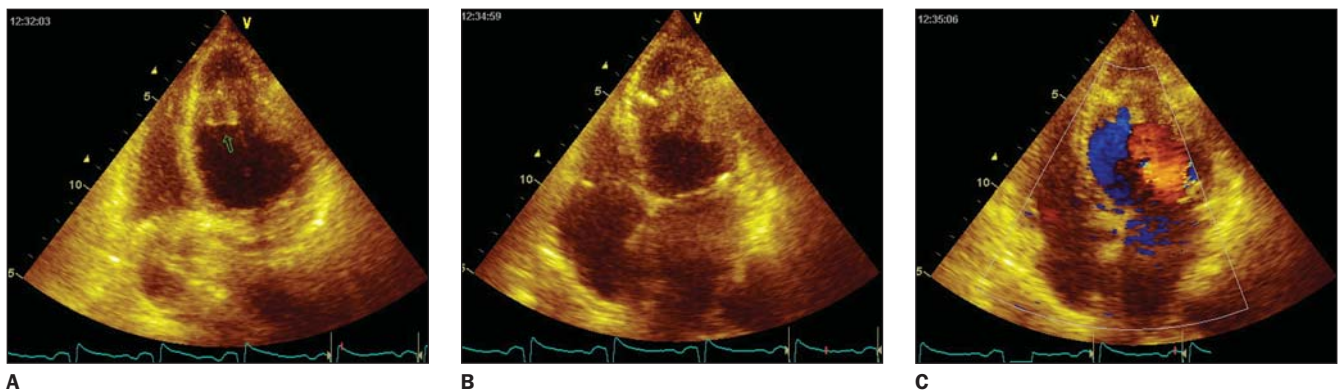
ECO com color Doppler demonstrando dilatação do átrio esquerdo. Preenchimento da ponta do VE com preservação da contração nesta região e calcificação dos bordos endocárdicos. Função sistólica do VE encontra-se normal, com diminuição do relaxamento da ponta. Também foi encontrada calcificação do anel mitral, com insuficiência mitral leve e insuficiência aórtica leve.
